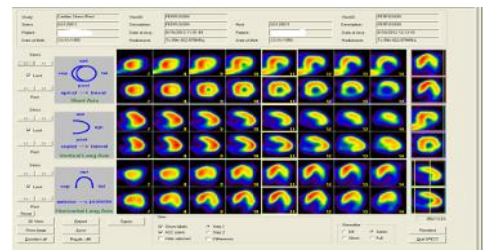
Image de scintigraphie myocardique montrant une ischémie inféro-basale induite à l'effort chez un patient de 50 ans présentant des douleurs thoraciques avec une épreuve d'effort normale
